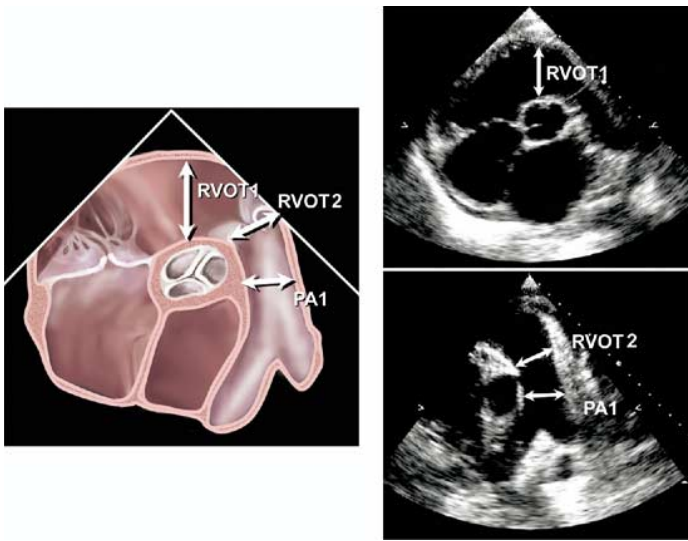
Mesure du diamètre de la chambre de chasse du ventricule droit au niveau infrapulmonaire (RVOT1) et au niveau de l'anneau pulmonaire (RVOT2) dans la coupe transthoracique parasternale petit axe au niveau de la valve aortique. PA= artère pulmonaire.
